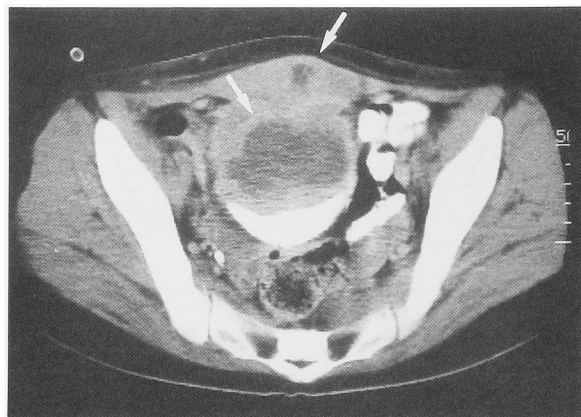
Abdominal CT scan showed the urachal abscess (arrows) at the dome of the bladder.
